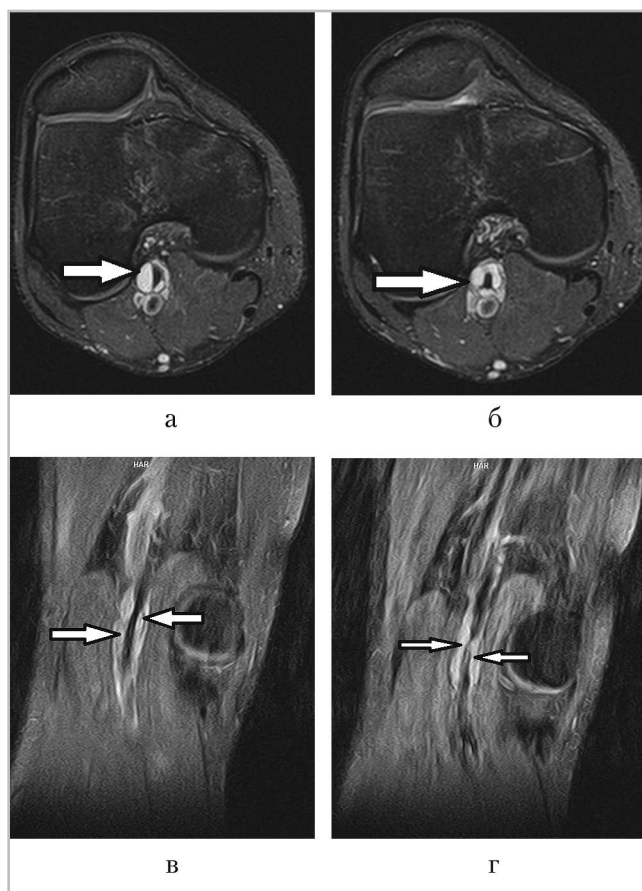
МР-томограммы правого коленного сустава в аксиальной (а, б) и фронтальной (в, г) плоскостях: муфтообразные кисты адвентиции правой подколенной артерии, стенозирующие ее просвет (стрелки)
